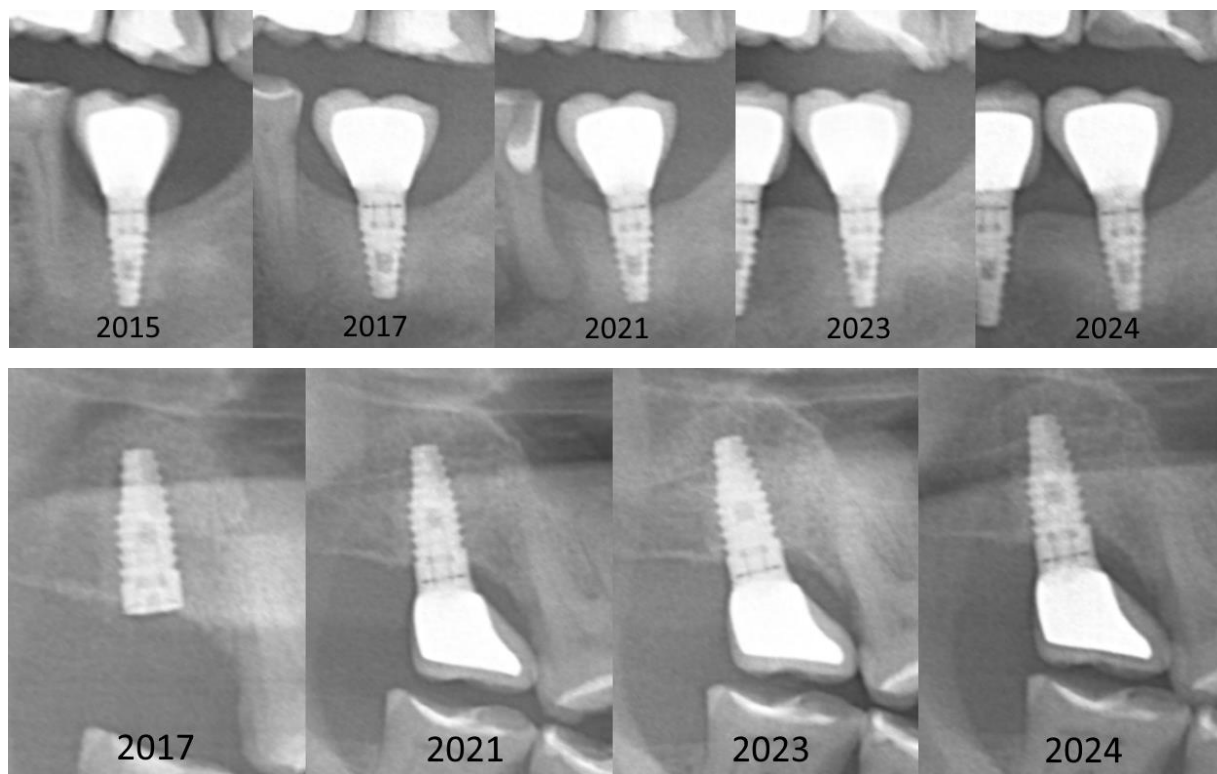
Фрагмент ортопантомограммы пациента, запротезированного с использованием оригинальных абатментов BioHorizons TI в области отсутствующих 37 и 17 зубов, на протяжении всего периода наблюдения
